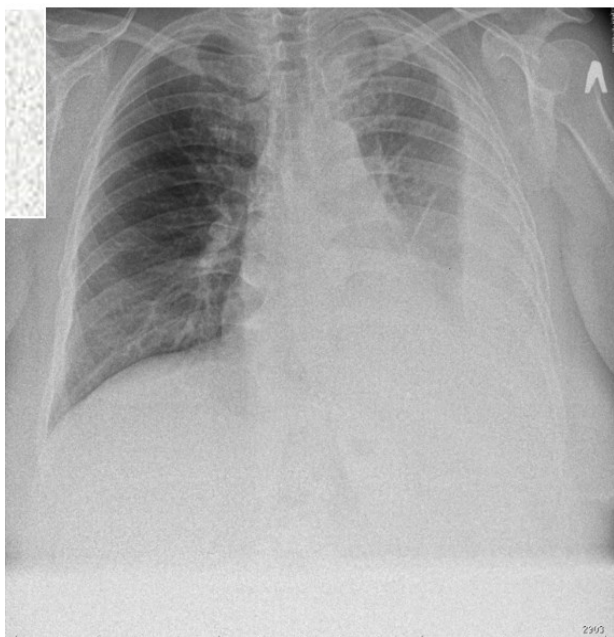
/ Fig. 2. Обзорная рентгенограмма органов грудной клетки в прямой проекции пациентки Е. от 31.03.25 г. Рентгенологическая картина левостороннего тотального плеврального выпота / An overview X-ray of the chest organs in the direct projection of the patient. X-ray picture of left-sided total pleural effusion.
